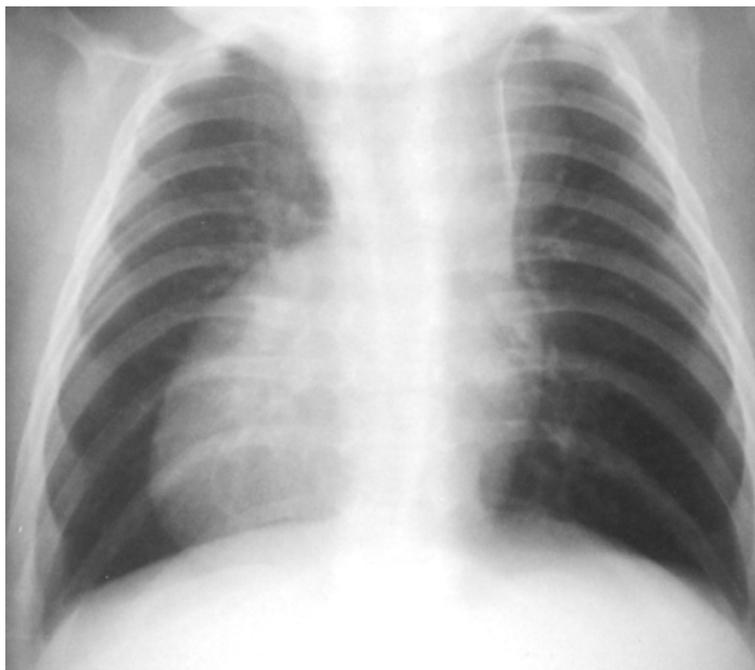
Immagine della radiografia del paziente.
